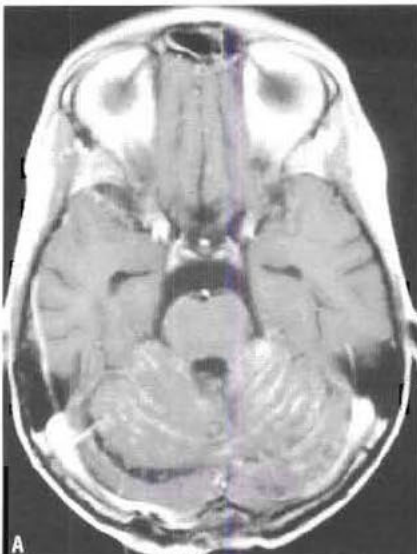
Métastases de médulloblastome. IRM en séquence T1 après injection de gadolinium en coupes axiale (A) et sagittale (B). Les métastases infiltrant la périphérie de l'encéphale et de la moelle.
